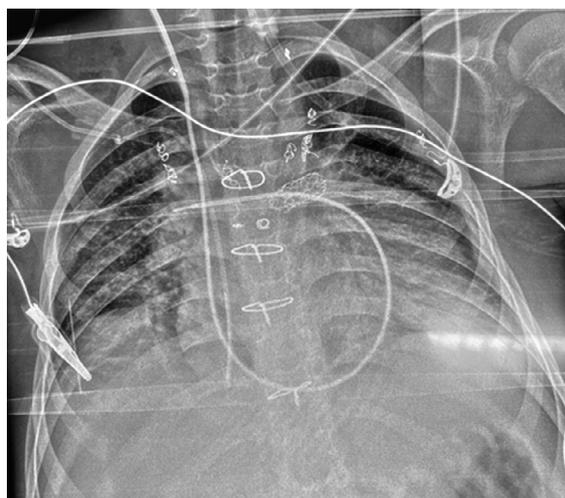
Рентгенография легких сразу после экстубации
